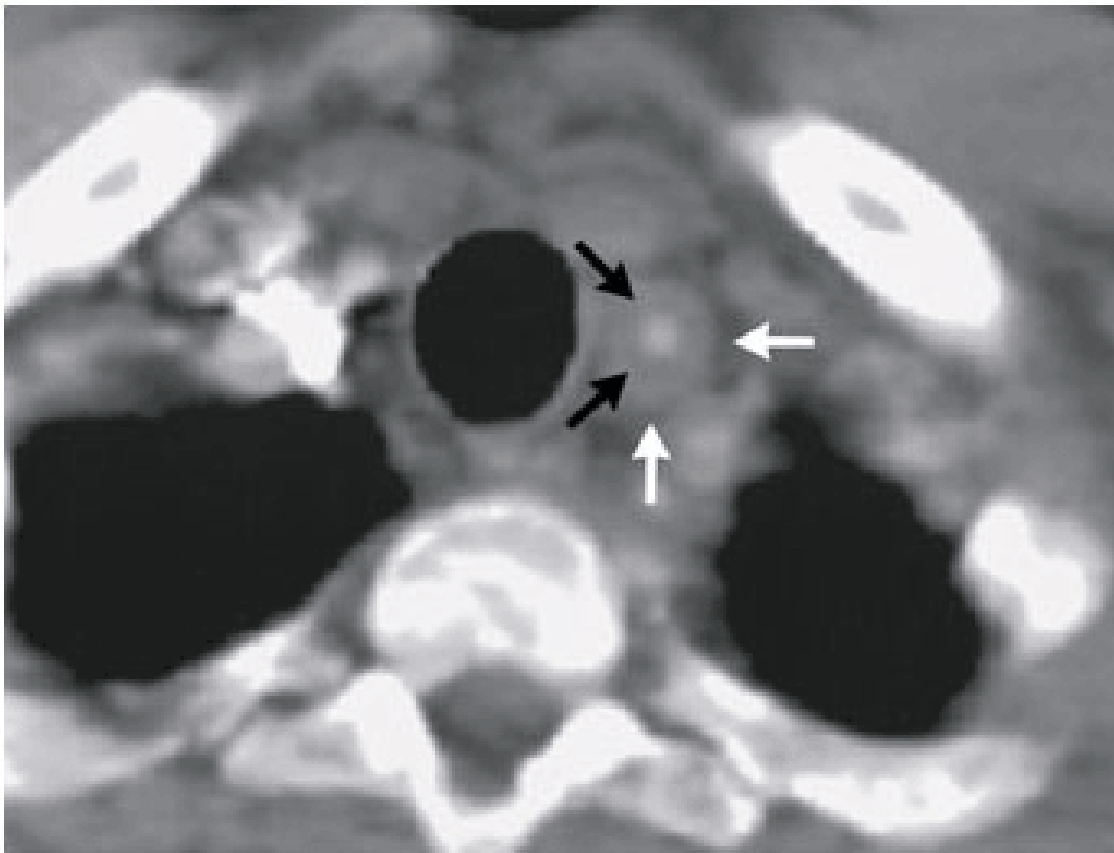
Axial CT Angiogram of the Left Common Carotid Artery. There is concentric soft-tissue thickening (white arrows) with narrowing of the lumen. There is also a hypodense layer (black arrows) . “ The double-ring sign ”
